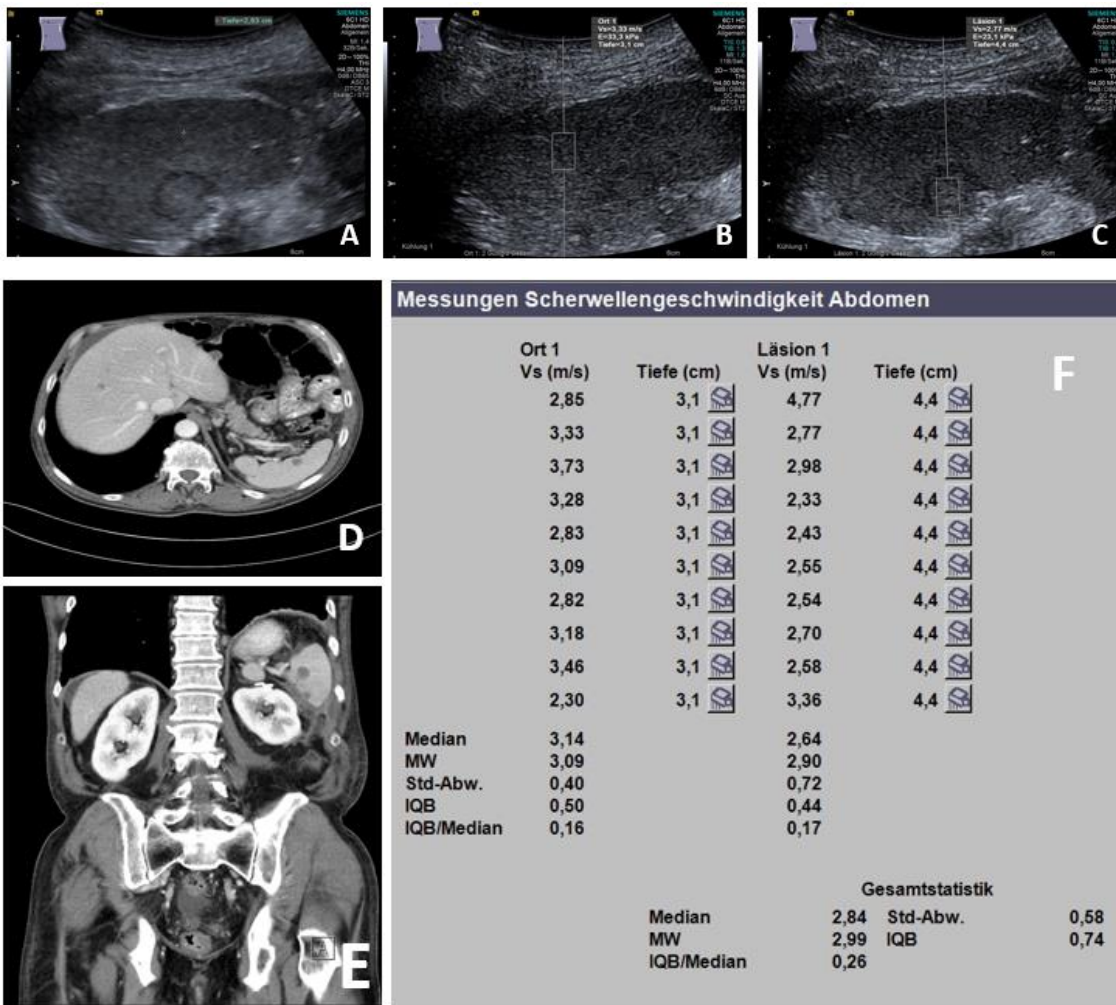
(Fall 4) Maligne fokale Milzläsion (mFSL) bei einem 67-jährigen Patienten, A) Abdomensonographie mit einer isogenen Milzläsion, B) sonographisches Elastographiebild, das eine ARFI-Messung von 3,33 m/s innerhalb des Milzparenchyms zeigt, C) sonographisches Elastographiebild, das eine ARFI-Messung von 2,77 m/s innerhalb der Läsion zeigt, D) der endgültige ARFI-Bericht des Milzparenchyms (Ort 1) zeigt eine mittlere ARFI-Geschwindigkeit (MW) von 3,09 m/s und eine mittlere ARFI-Geschwindigkeit (MW) der Läsion (Läsion 1) von 2,90 m/s.
